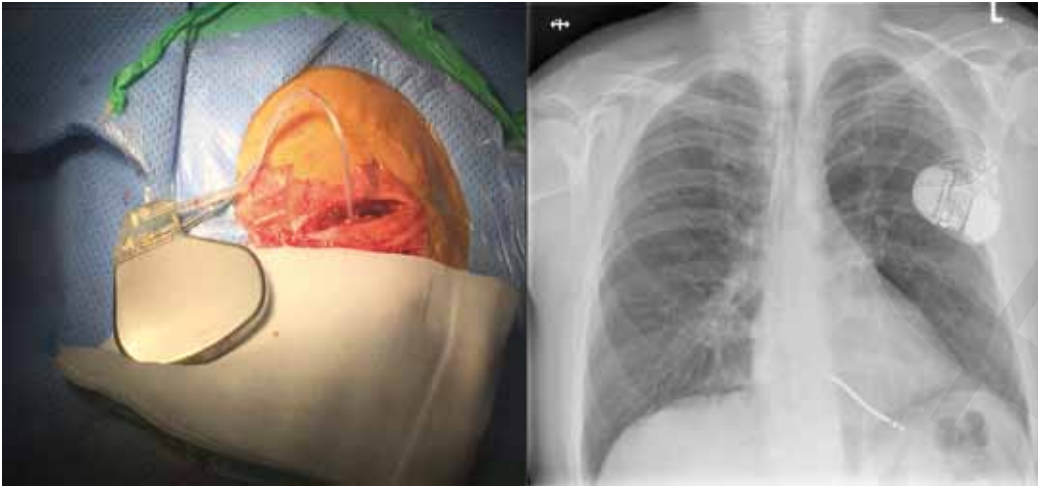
ICD-Therapie. Intraoperatives Bild eines konventionellen Einkammer-ICD-Systems (sichtbar sind Generator und der proximale Elektrodenanteil) vor Implantation in die subkutane Tasche pektoral links (links) und dazugehöriges Röntgenbild am ersten postoperativen Tag (rechts). Die Elektroden Spitze befindet sich im rechten Ventrikel
